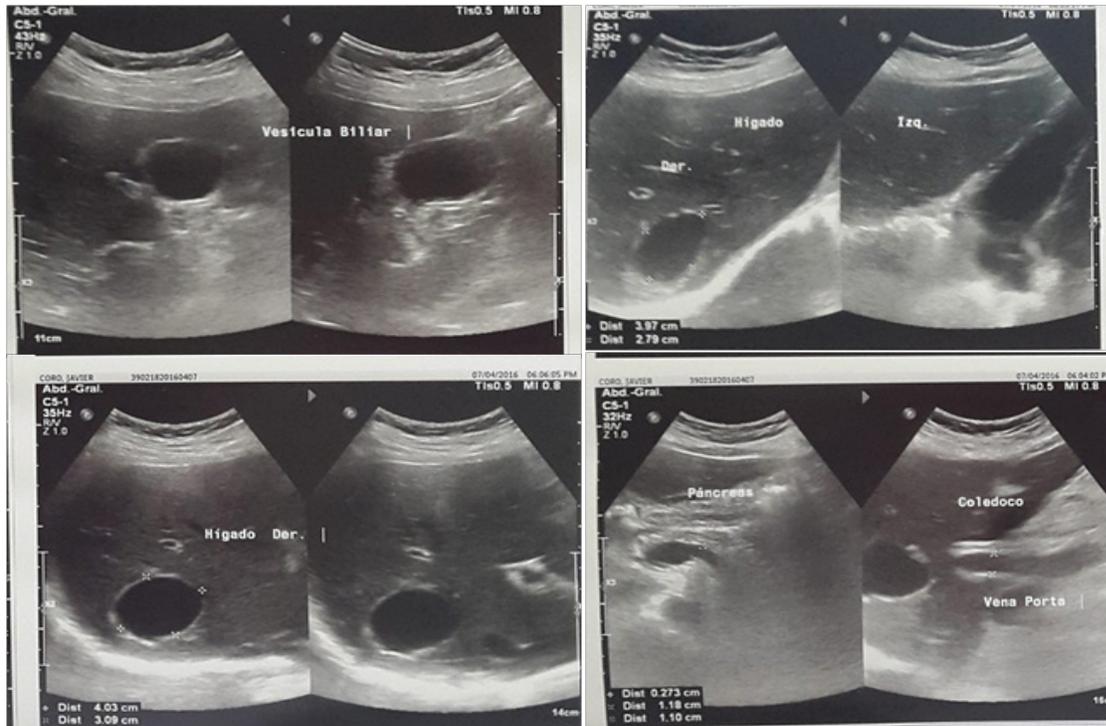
ECOGRAFIA HEPATICA
